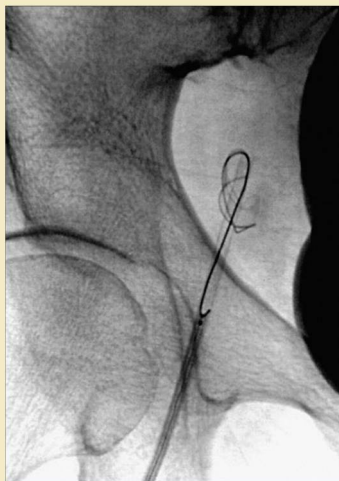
Mujer de 59 años con pseudoaneurisma de la arteria mesentérica superior. Radiografía que muestra que el espiral fue retirado junto con el catéter fuera del acceso femoral derecho.
